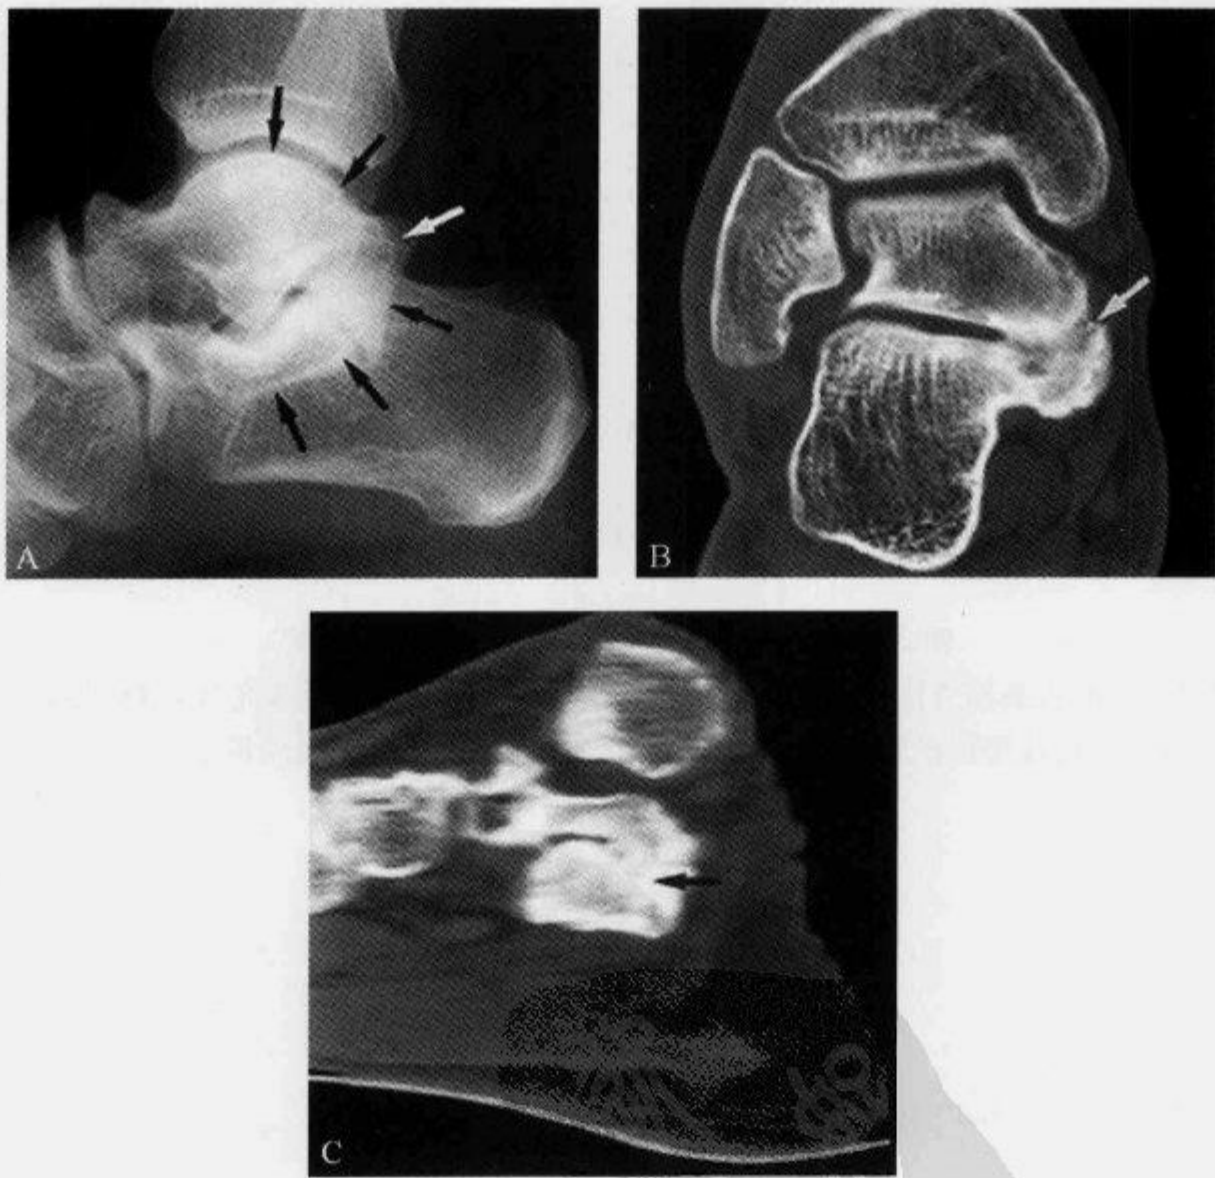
踝关节 X 线侧位片及 CT 示“C 征”和跟距联合畸形
